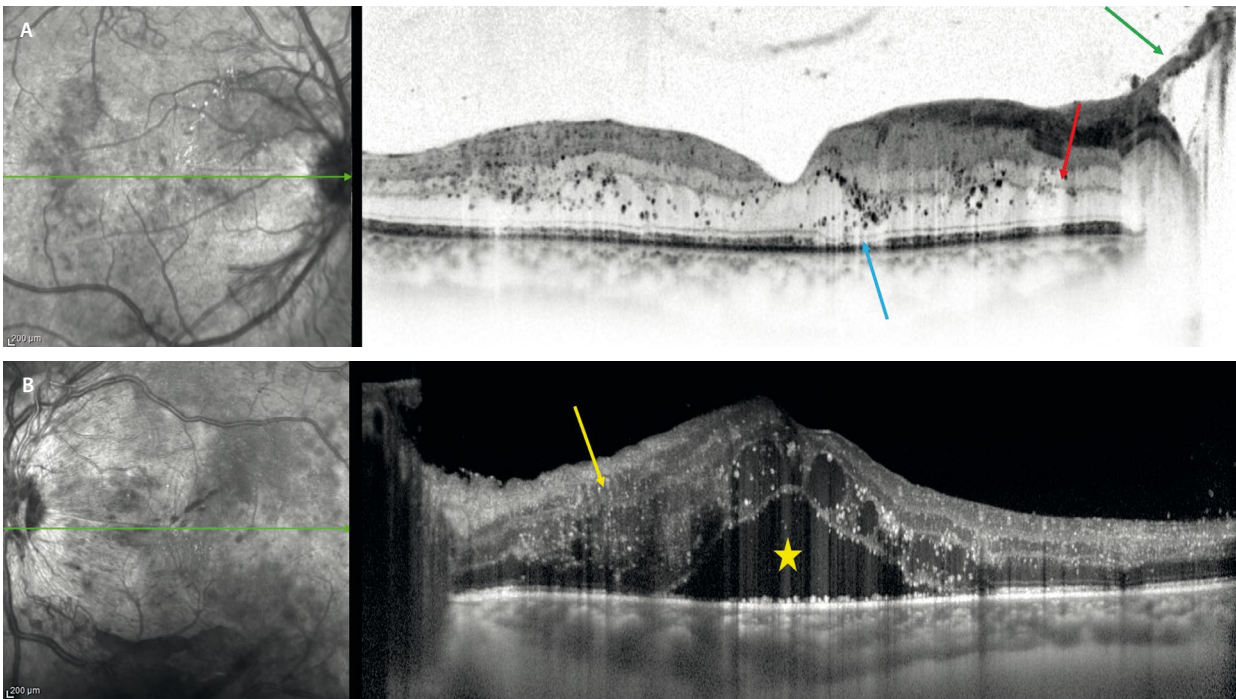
Marcadores de imagen crónicos. A) Tomografía de coherencia óptica de un paciente con retinopatía diabética proliferativa de larga evolución. Destacan los numerosos puntos hiperreflectivos en las capas medias y externas, y áreas de atenuación de capas externas (flecha azul). Hay zonas de discontinuidad de la capa plexiforme externa (flecha roja). Se aprecian neovasos prerretinianos (flecha verde). B) Tomografía de coherencia óptica de un paciente con retinopatía diabética proliferativa con edema macular con quistes en las capas medias y desprendimiento del neuroepitelio (estrella amarilla). Se aprecia una zona de desorganización de las capas internas (flecha amarilla) y múltiples puntos hiperreflectivos.
